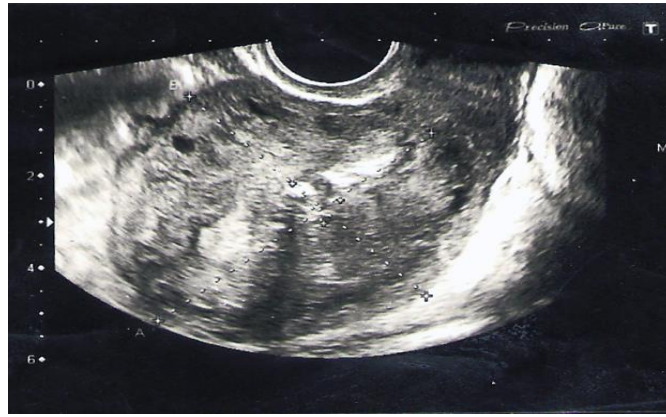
2ДУЗИ эхограмма. Размытие контура полости матки
